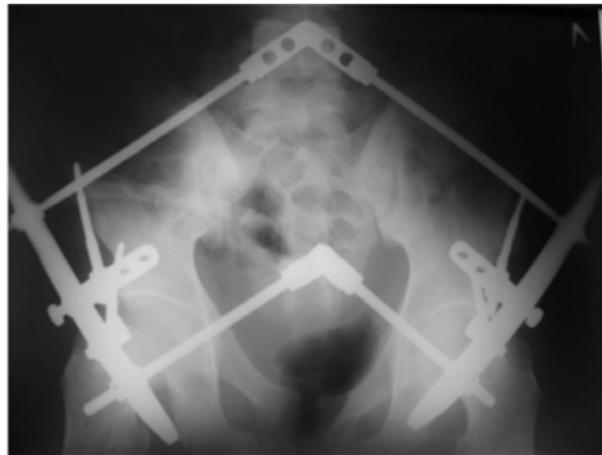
Фоторентгенограмма таза больного С. после остеосинтеза
